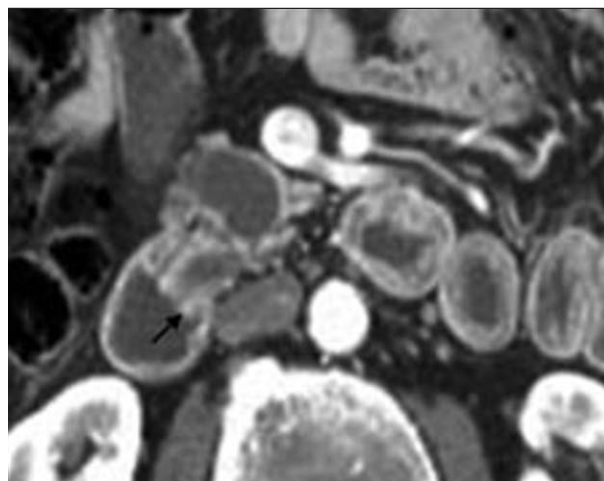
TIPMP mixte avec protrusion papillaire. TDM. La terminaison du canal de Wirsung est dilatée avec un bombement de la papille dans la lumière duodénale (flèche).
